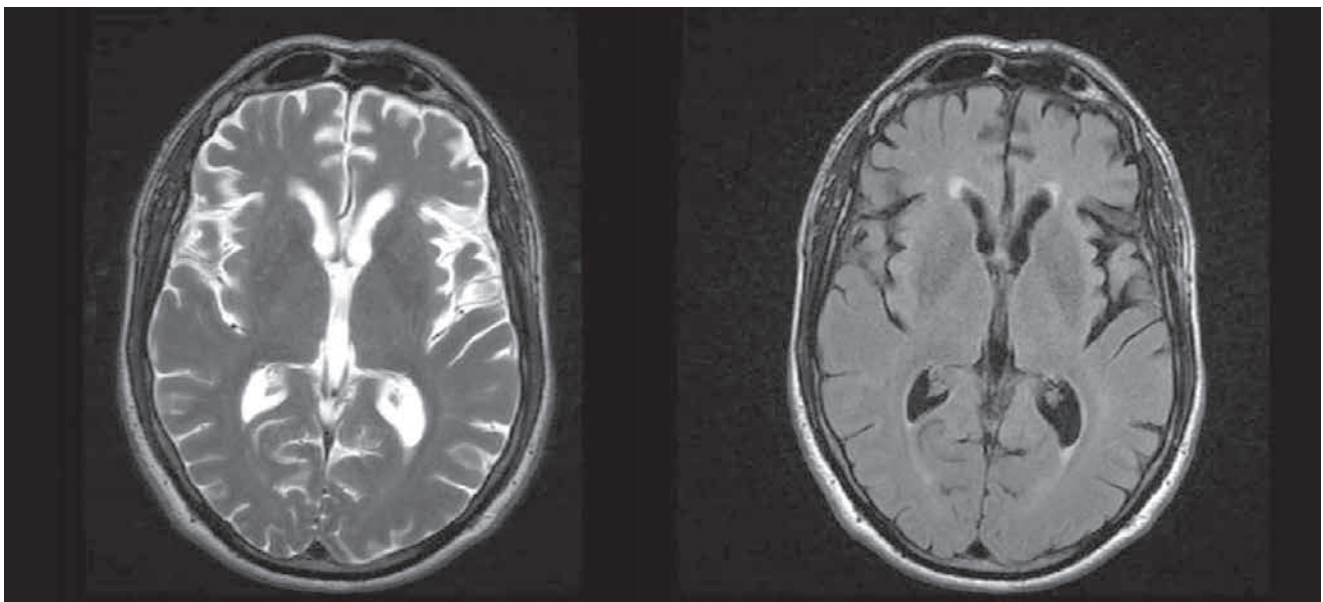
RM cerebral: leucoencefalopatía secundaria a vasculopatía de pequeño vaso. Cambios atrófico involutivos leves, de predominio temporal.
